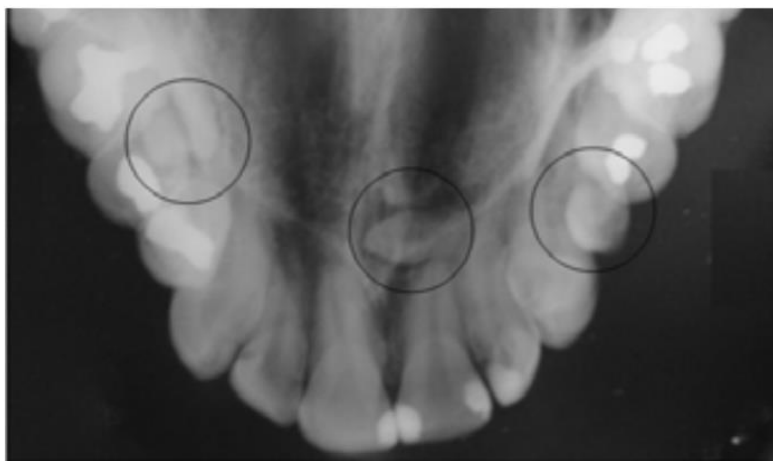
Radiografía oclusal donde se observan dientes supernumerarios redondeados con un círculo negro. Tomada de Blanco Ballesteros.¹⁰⁰
